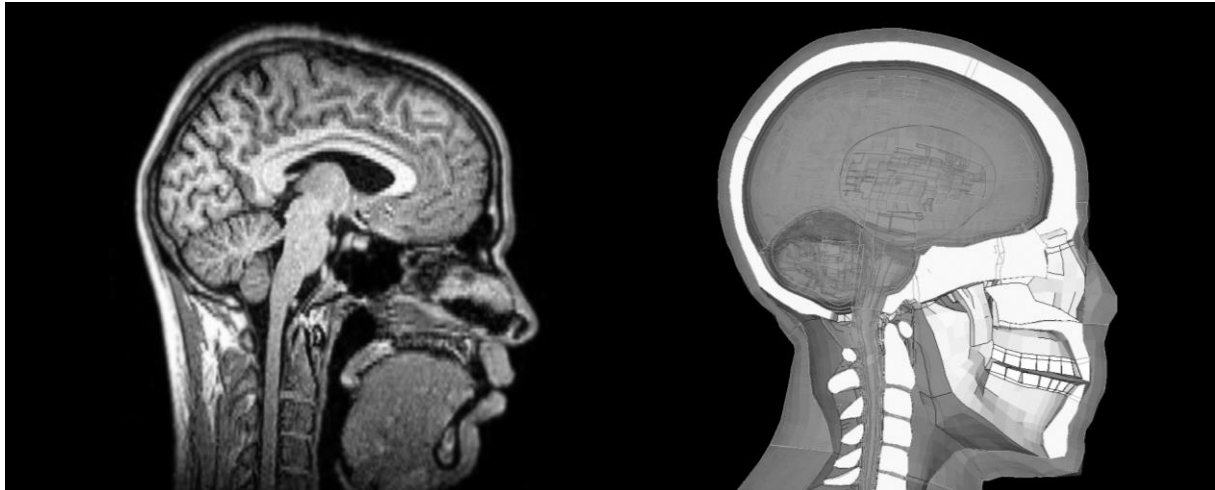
Sagittaler Schnitt eines menschlichen Kopfes (MRT-Aufnahme) (Quelle: https://en.wikipedia.org/wiki/Tomography#/media/File:Sagittal_brain_MRI.jpg, CC BY-SA 2.5, 20.10.2018) und THUMS v4 Kopfmodell
